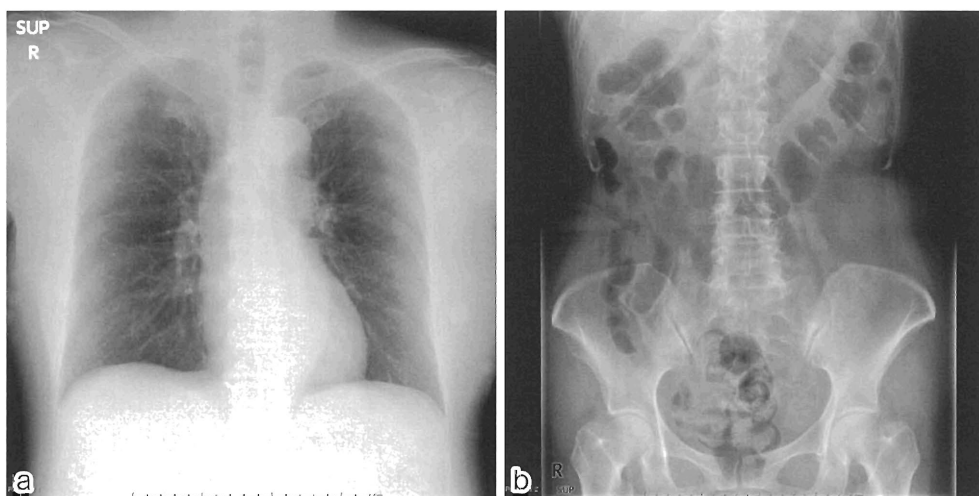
(a) Chest radiography; (b) Abdominal radiography.
